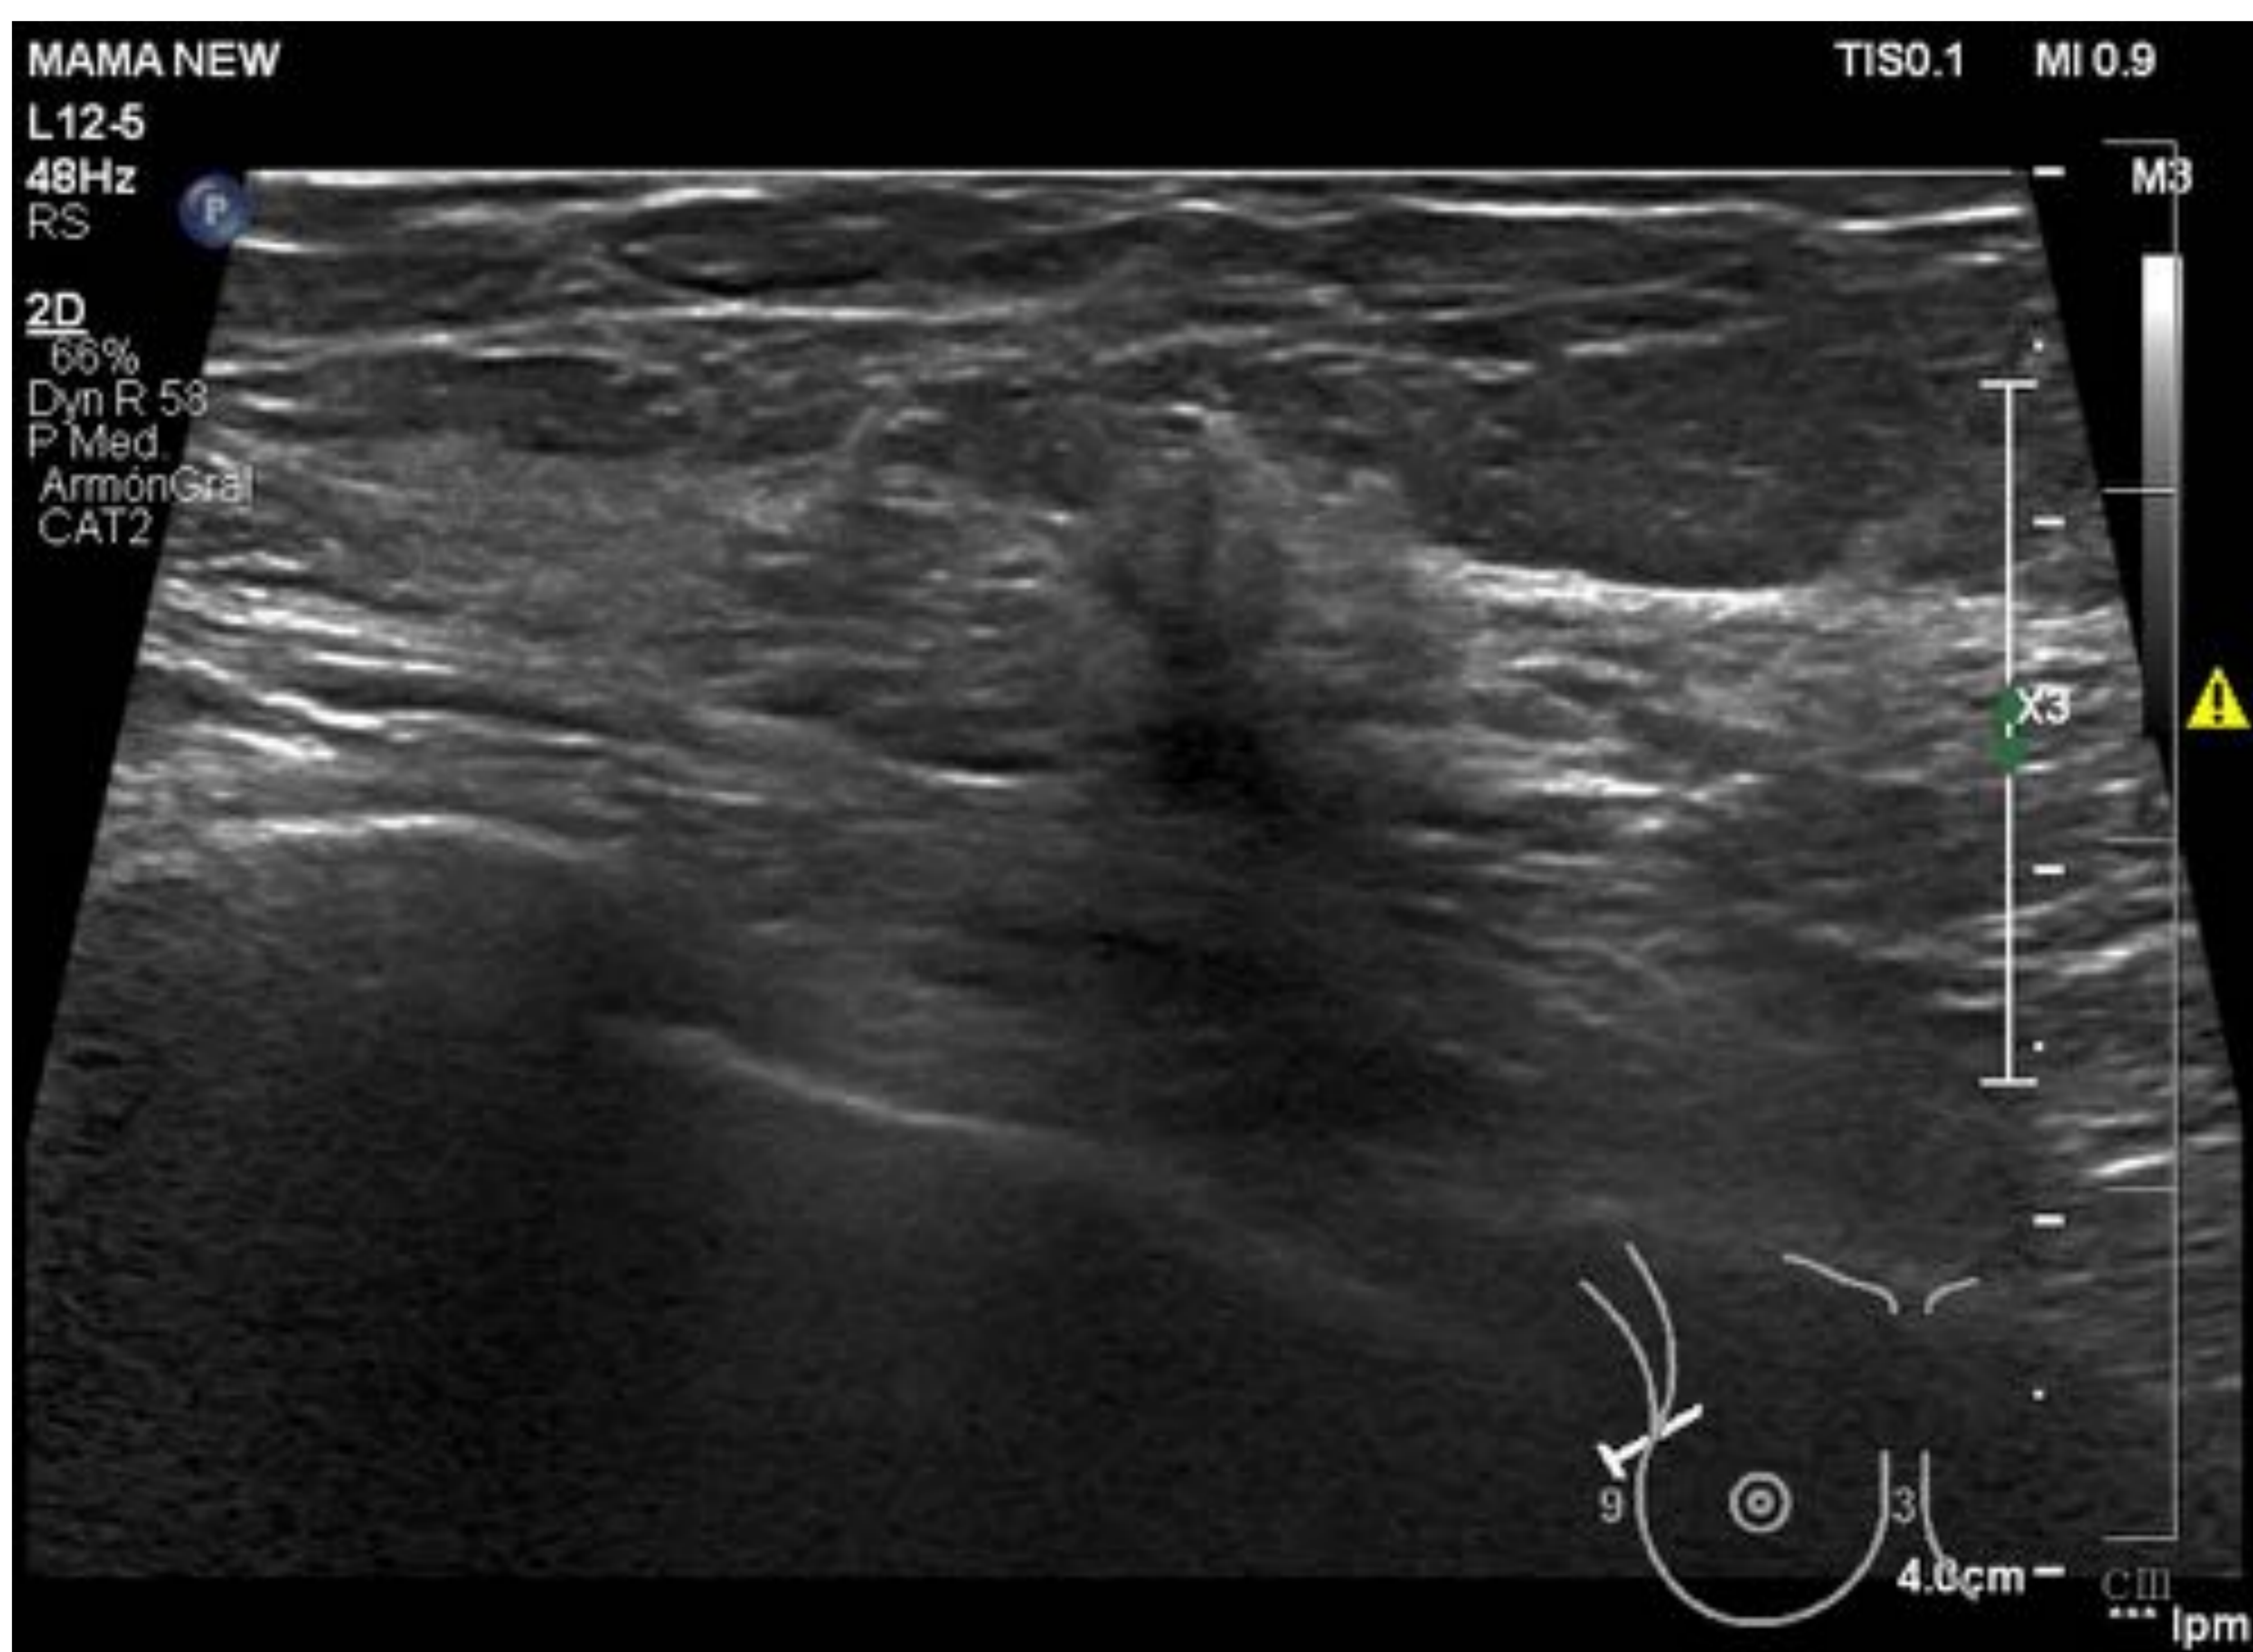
Ecografía de la distorsión en CSE de mama derecha de la paciente 1. Biopsia: CDI.
